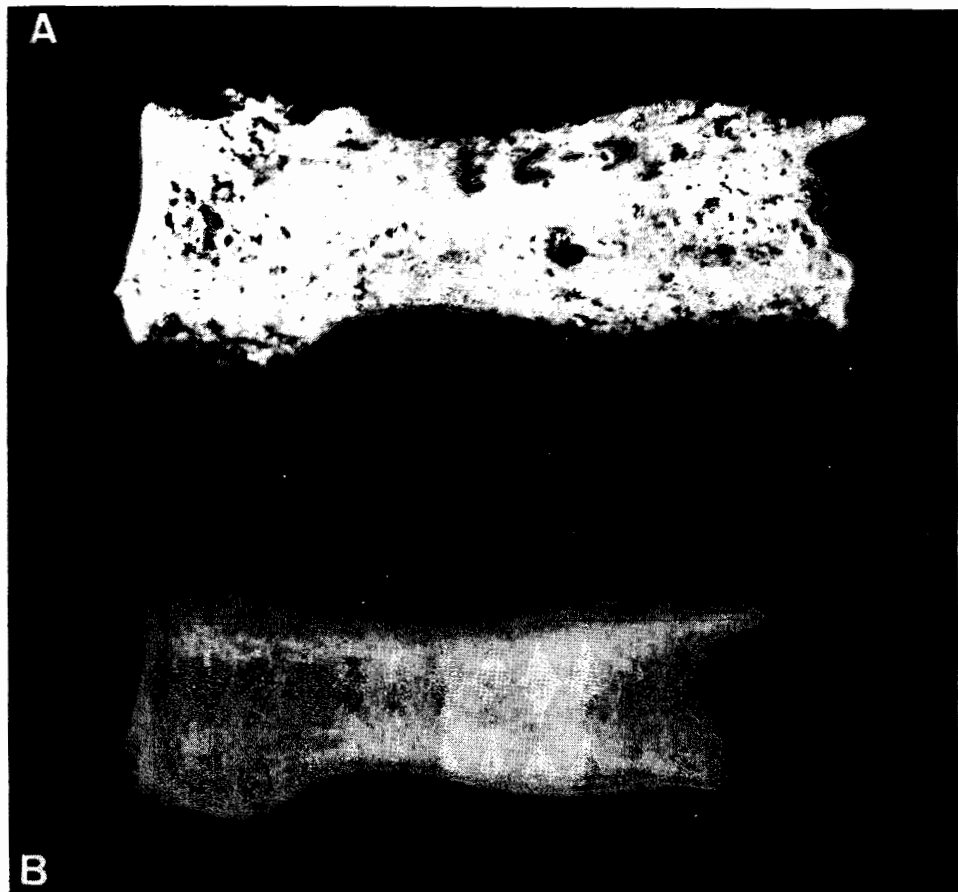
Espina ventosa en una primera falange de la mano en el individuo n.º 23 de Clunia (Soria). A) Aspecto insuflado del hueso; B) Radiografía con el desdoblamiento típico de la cortical (clisé, Dr. García Correa).
